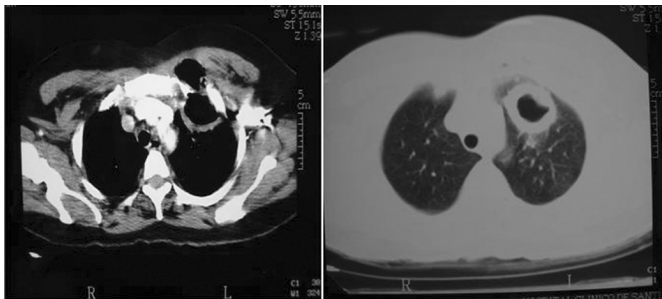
TC torácica que muestra una lesión cavitada en lóbulo superior izquierdo con extensión a la pared torácica suprayacente y afectación del músculo pectoral.
